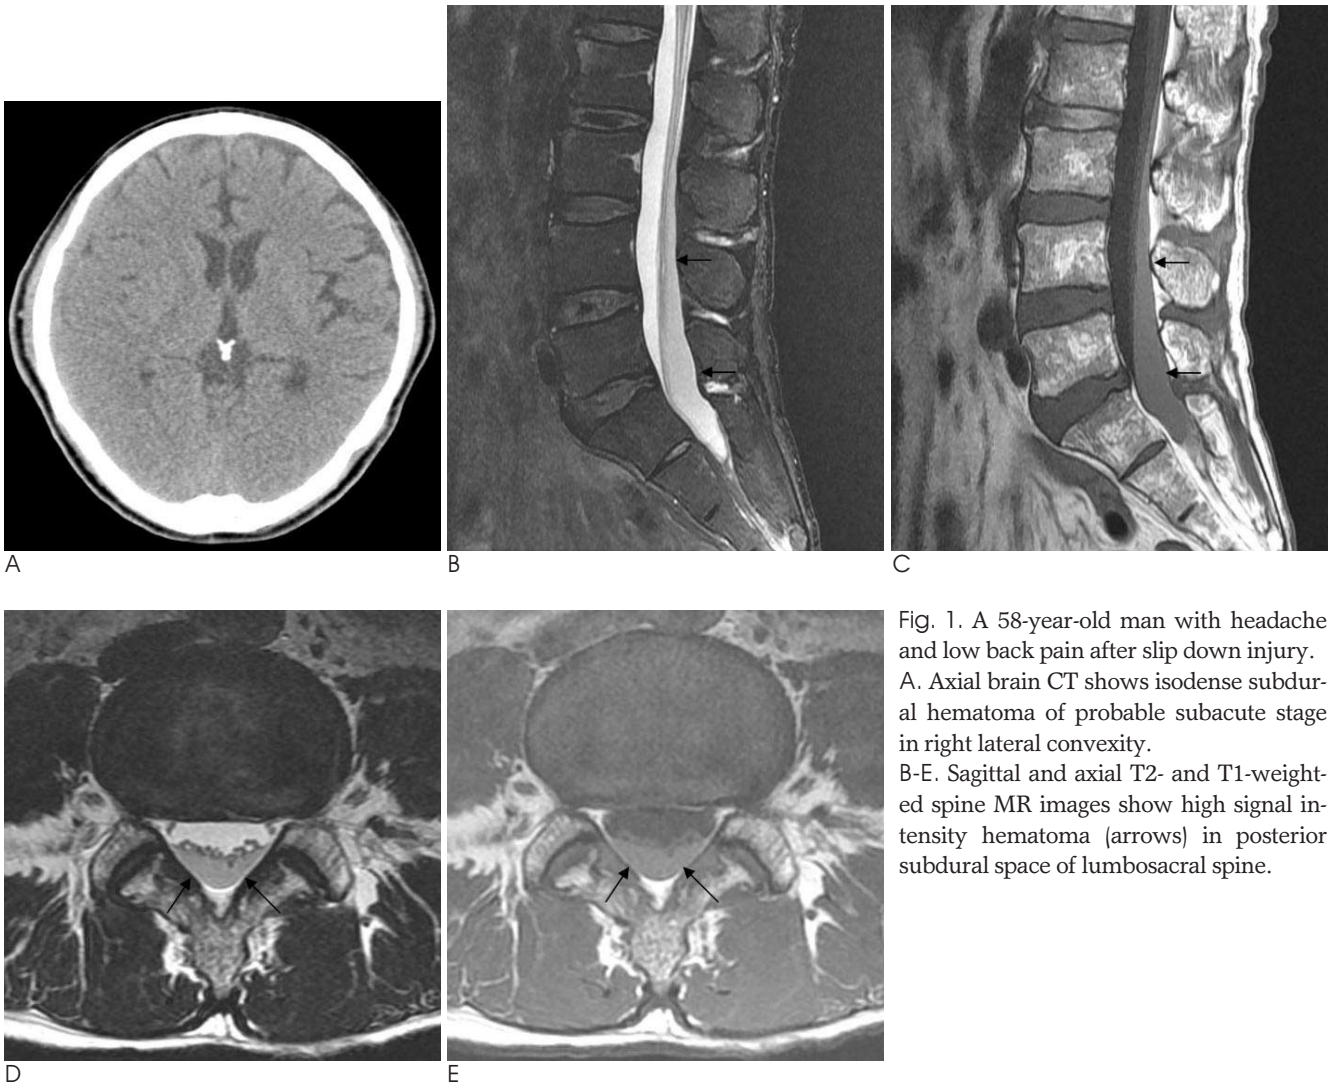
A 58-year-old man with headache and low back pain after slip down injury. A. Axial brain CT shows isodense subdural hematoma of probable subacute stage in right lateral convexity. B-E. Sagittal and axial T2- and T1-weighted spine MR images show high signal intensity hematoma (arrows) in posterior subdural space of lumbosacral spine.
